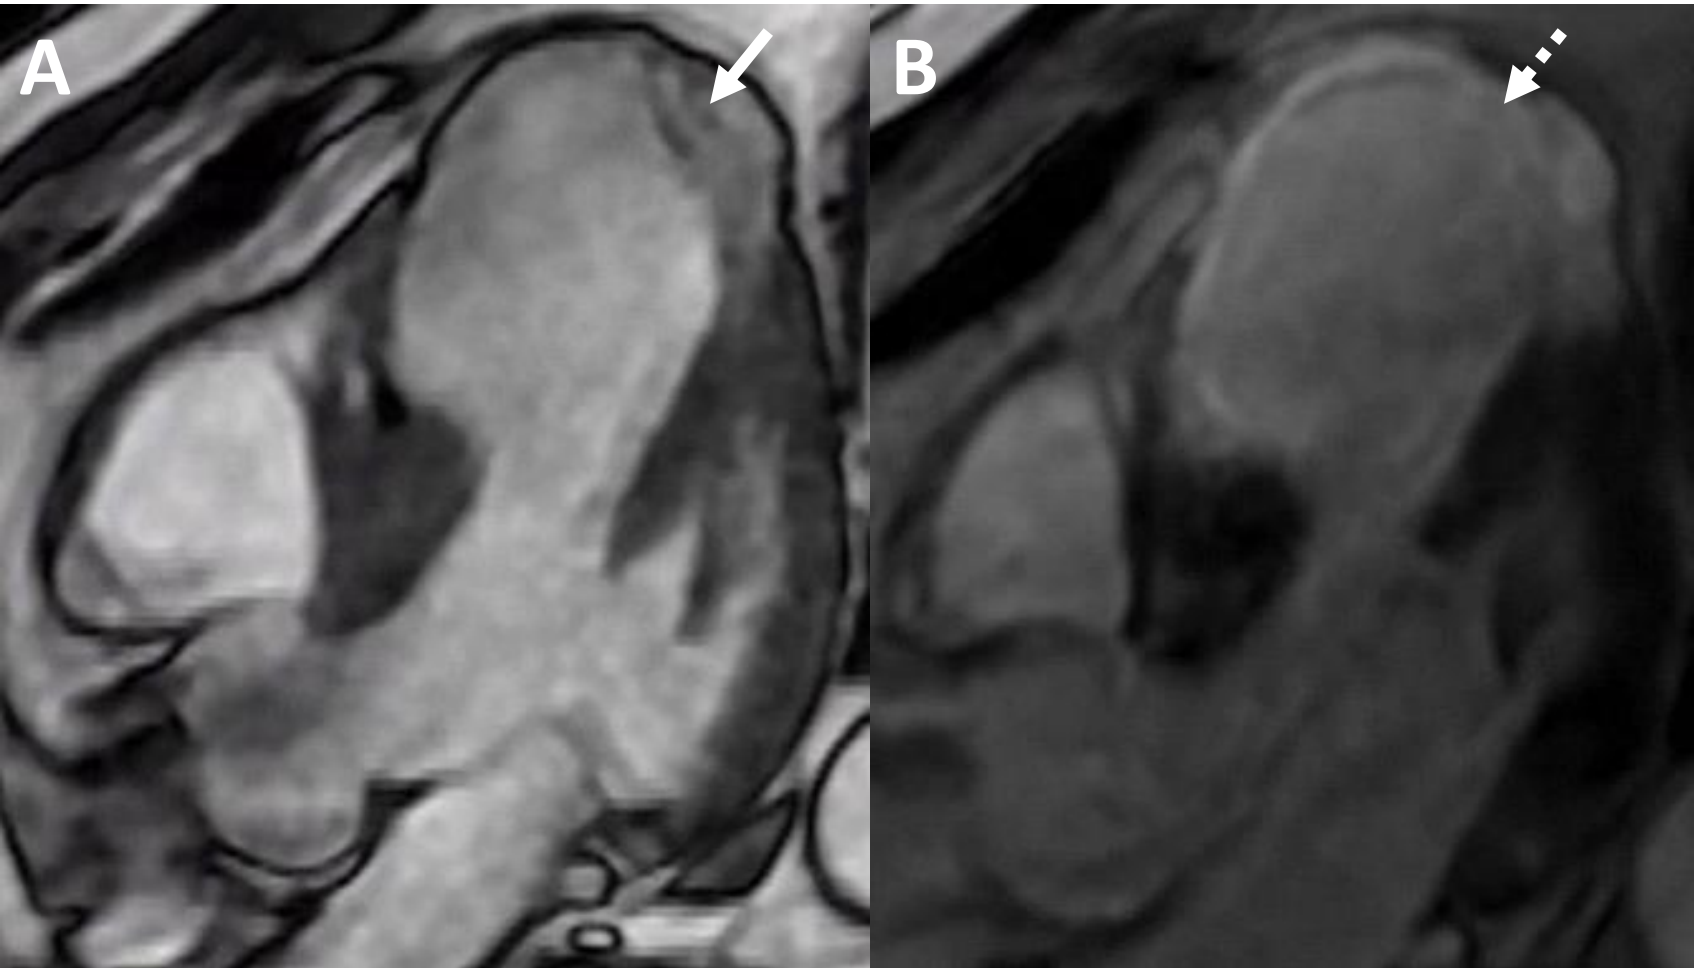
Paciente de 55 años con infarto de miocardio en el territorio de la arteria descendente anterior izquierda. RM secuencia anatómica tres cámaras (A) muestra dilatación de la pared apical anterior con adelgazamiento del epicardio (flecha). En la secuencia de realce tardío (B) se aprecia el miocardio necrótico (flecha discontinua).
